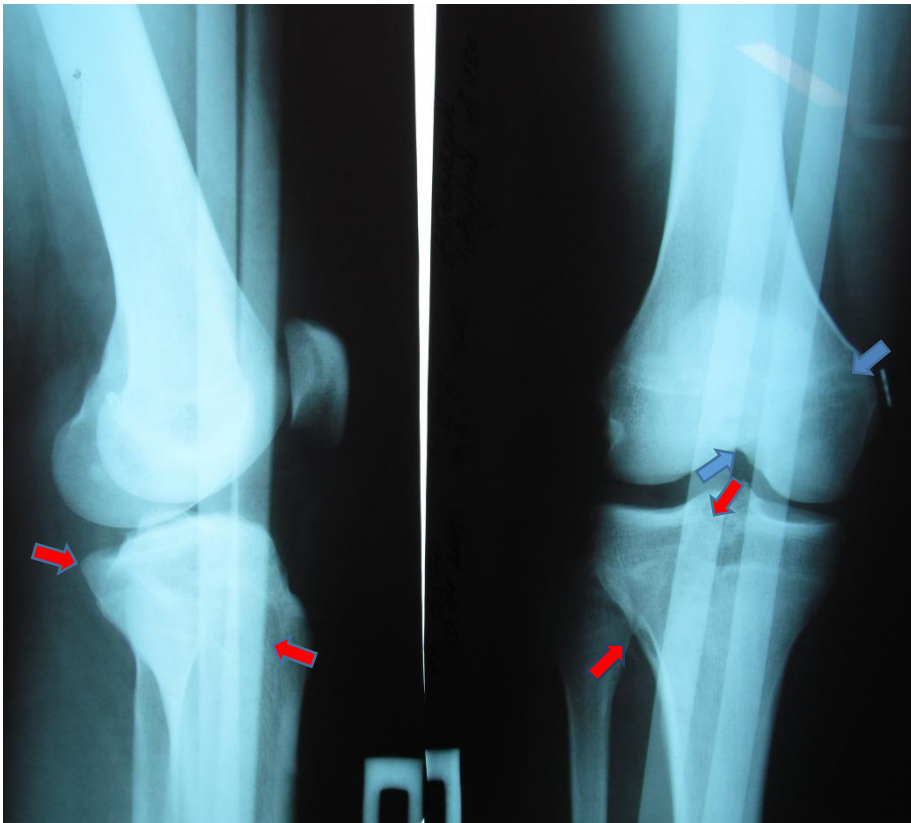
Рентгенограммы коленного сустава в ортопедическом туннеле на вторые сутки после пластики ЗКС. Красными стрелками отмечено направление тиббиального костного тоннеля, синими – феморального
